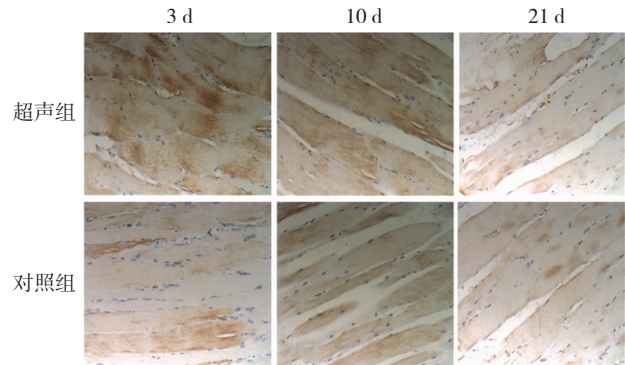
2 组超声治疗形开始后 3 d、10 d、21 d α -actinin 免疫组化染色图像 (10×20)
